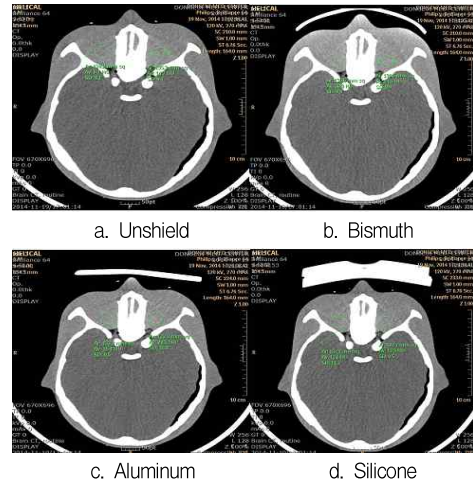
CT Number and Noise.
